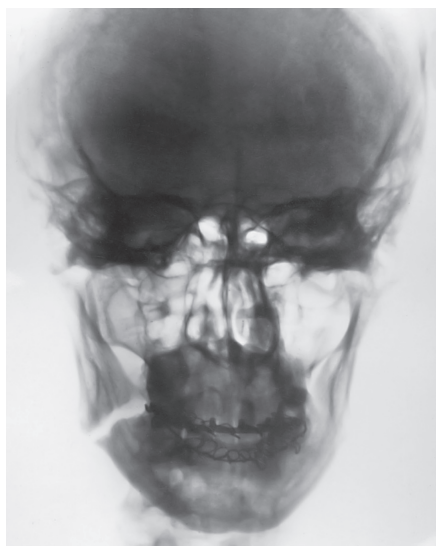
Обзорная рентгенограмма черепа в прямой проекции. Перелом в области угла нижней челюсти справа с большим расхождением фрагментов по ширине.
